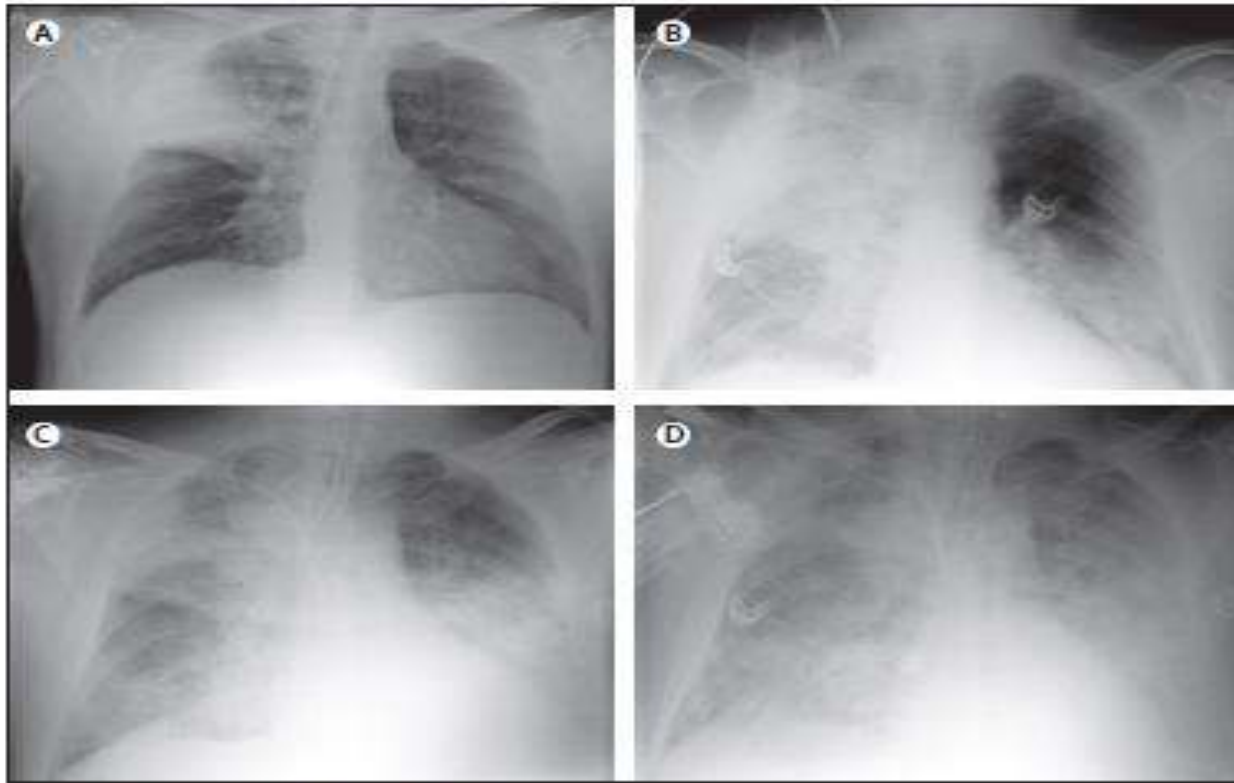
Radiographs of the chest of patient 2
